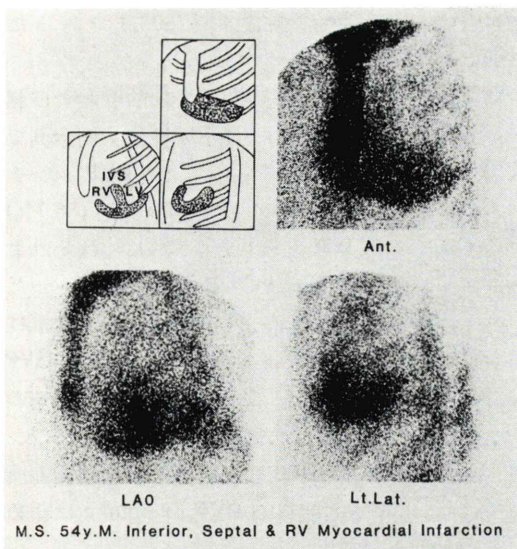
Tc-99m pyrophosphate myocardial scintigram in a patient with inferior, septal and right ventricular infarction.
